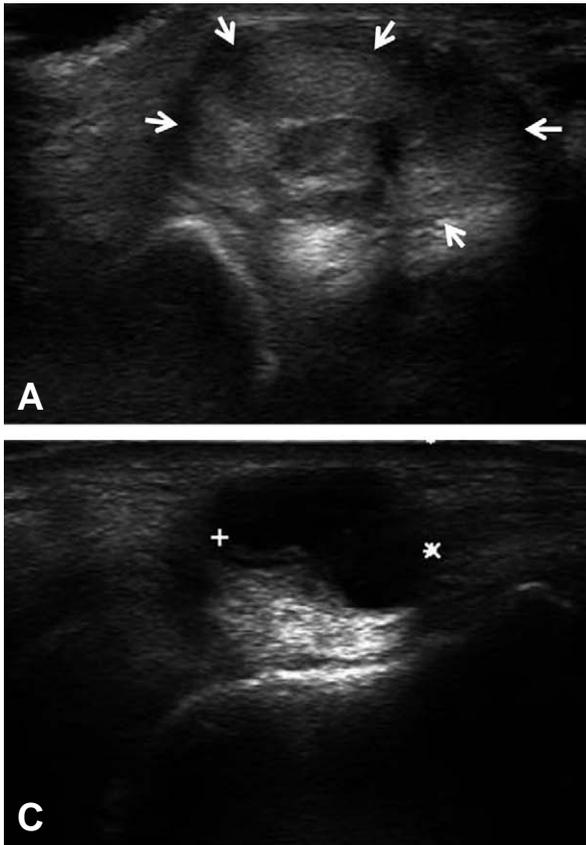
(A) Ultrasonography of 52-year-old man shows hyper-echoic, well-demarcated mass on his left wrist dorsum. (B) Doppler ultrasonography shows no evidence of vascularity in the same left wrist mass. (C) Ultrasonography shows anechoic cystic mass with posterior acoustic enhancement correspond with typical cystic lesion on his right wrist.
